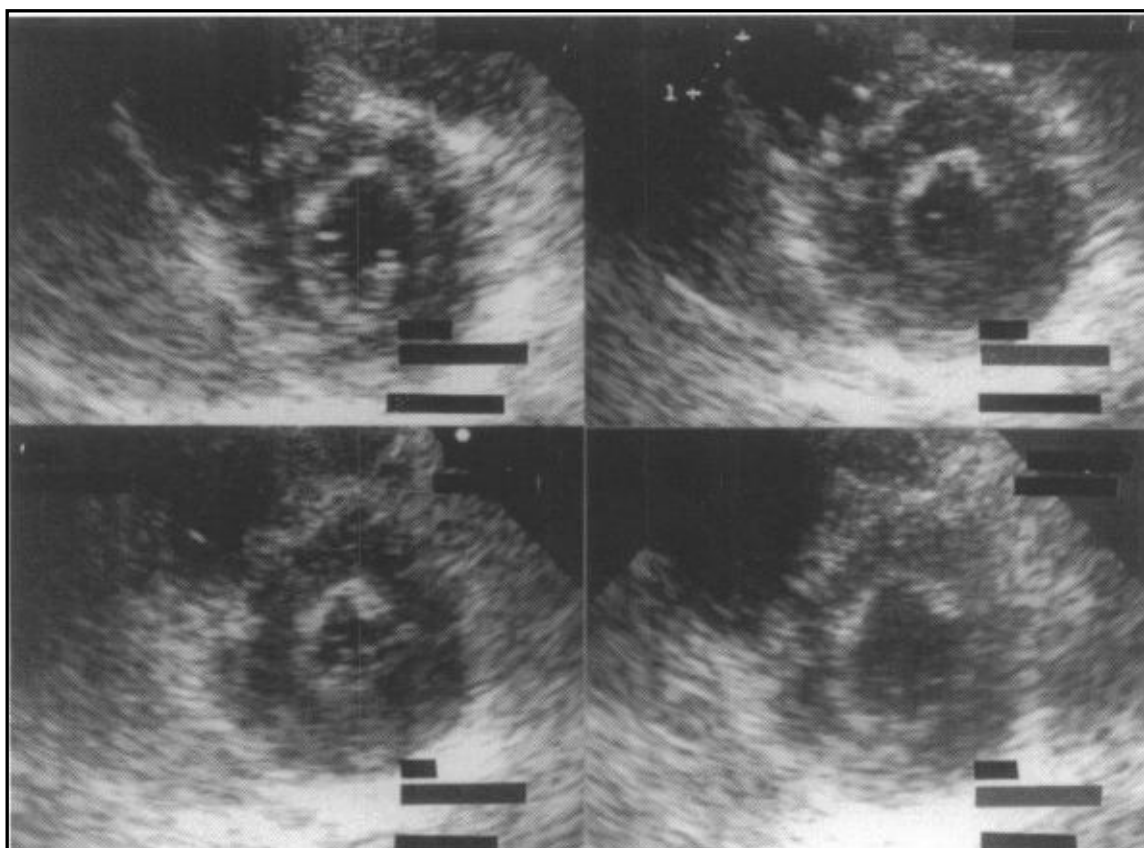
Ecocardiografia de Sobrecarga com Dobutamina normal.
